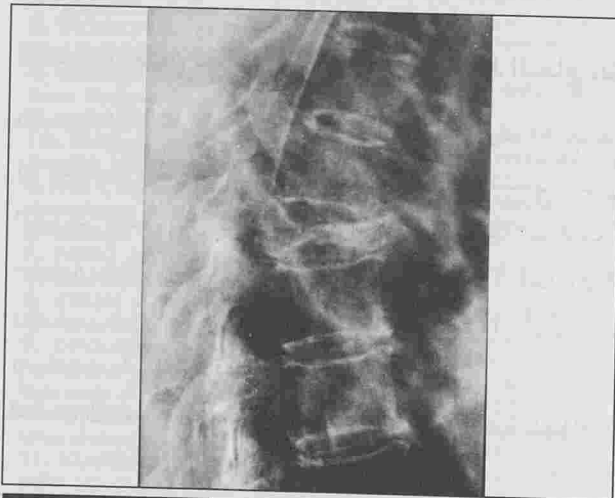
Radiographie de profil du rachis dorsal : tassement en galette de D6 avec recul du mur postérieur. Hypertransparence osseuse diffuse.
